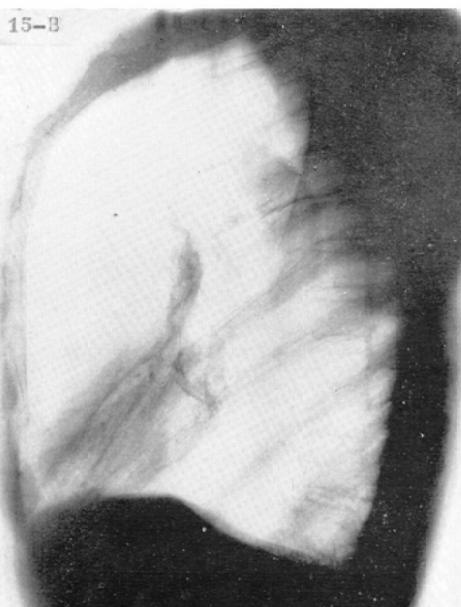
Male, 58. A. PA-chest roentgenogram. Both lung fields show generalized increase in radiance. The linear markings are prominent. B. Lateral projection. The anteroposterior diameter of the chest is increased and the sternum bulges anteriorly. Increased radiance in the retrosternal area and retrocardiac region can be seen. The diaphragmas are depressed and flattened.
